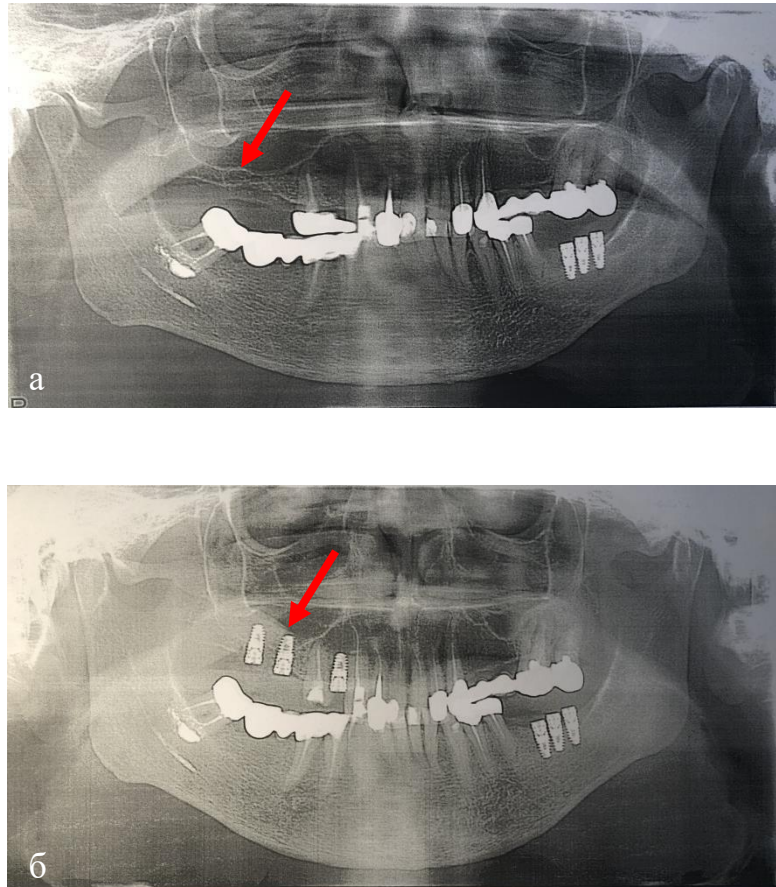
Пациент Ш., 62 года. И/Б №16 Ds: атрофия беззубого альвеолярного отростка (шифр МКБ-10/K08.02) верхней челюсти. Ортопантомограмма: а - до операции (стрелкой указана выраженная атрофия альвеолярного отростка); б - после проведения операции дентальной имплантации остеотомом для закрытого синус-лифтинга (стрелкой указано увеличение альвеолярного отростка после костной пластики)
